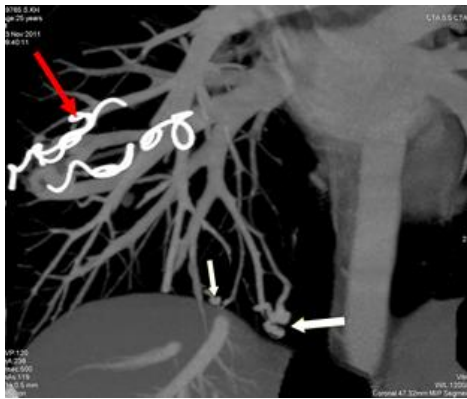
МСКТ-ангиопульмонография. 3D.
